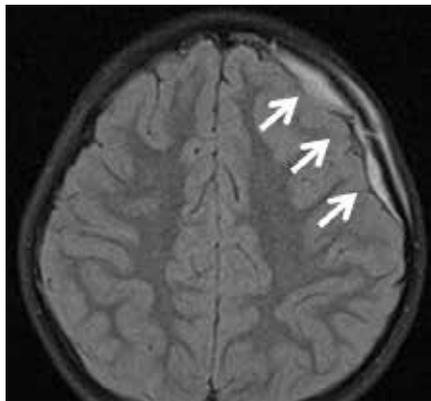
Magnetresonanztomografie – 11 Jahre, männlich. FLAIR-Sequenz mit kalottennah epiduralem Hämatom links frontal bei nicht dislozierter Fraktur und schmalem Kopfschwartenhämatom
